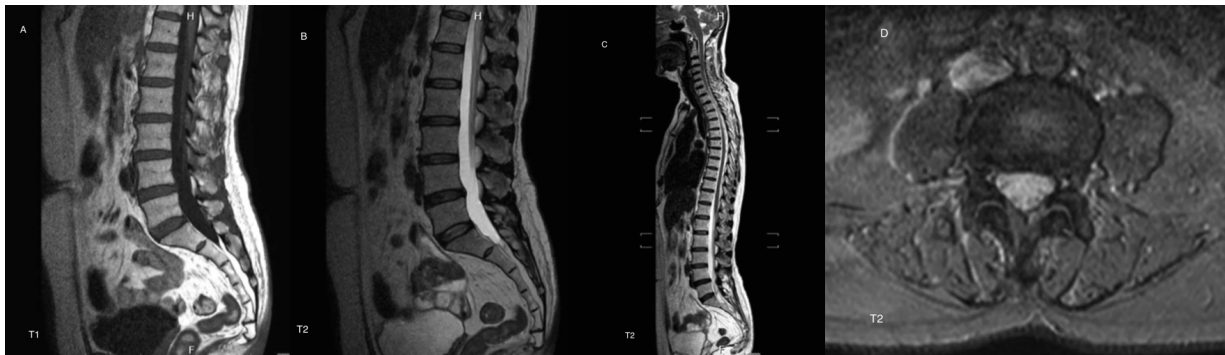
Magnetic resonance imaging of lumbosacral spine with screening whole sagittal spine revealed normal. (A) Sagittal T1 sequence of LS spine; (B) Sagittal T2 sequence of LS spine; (C) Sagittal T2 sequence of whole spine; (D) Axial T2 sequence of LS spine.
